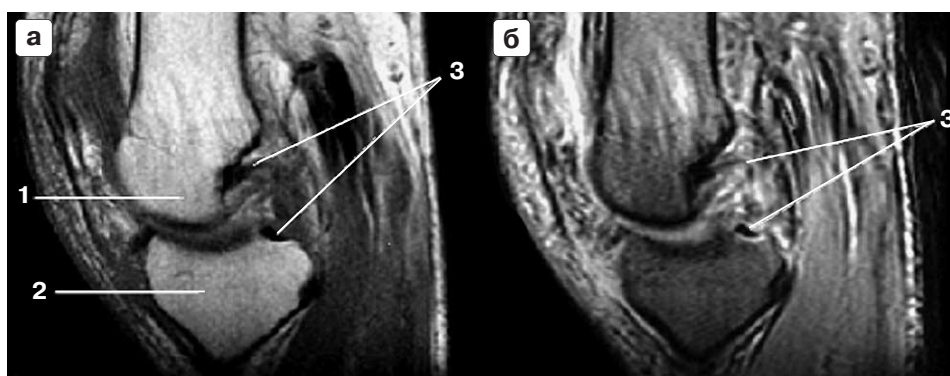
МРТ коленного сустава. Разрыв задней крестообразной связки. Косо-сагиттальная проекция, T1 ВИ в ИП SE (а) и T2* ВИ в ИП GRE (б). 1 – бедренная кость, 2 – большеберцовая кость, 3 – верхний фрагмент задней крестообразной связки.
